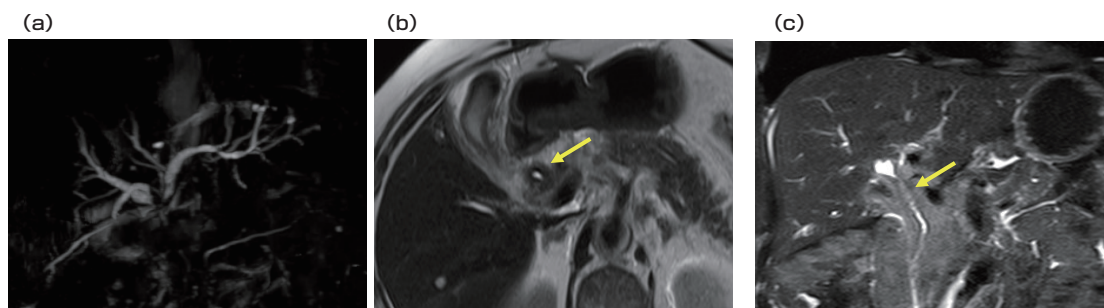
MRI/MRCP (a:MIP画像, b:T2強調画像水平断, c:T2強調画像冠状断)
